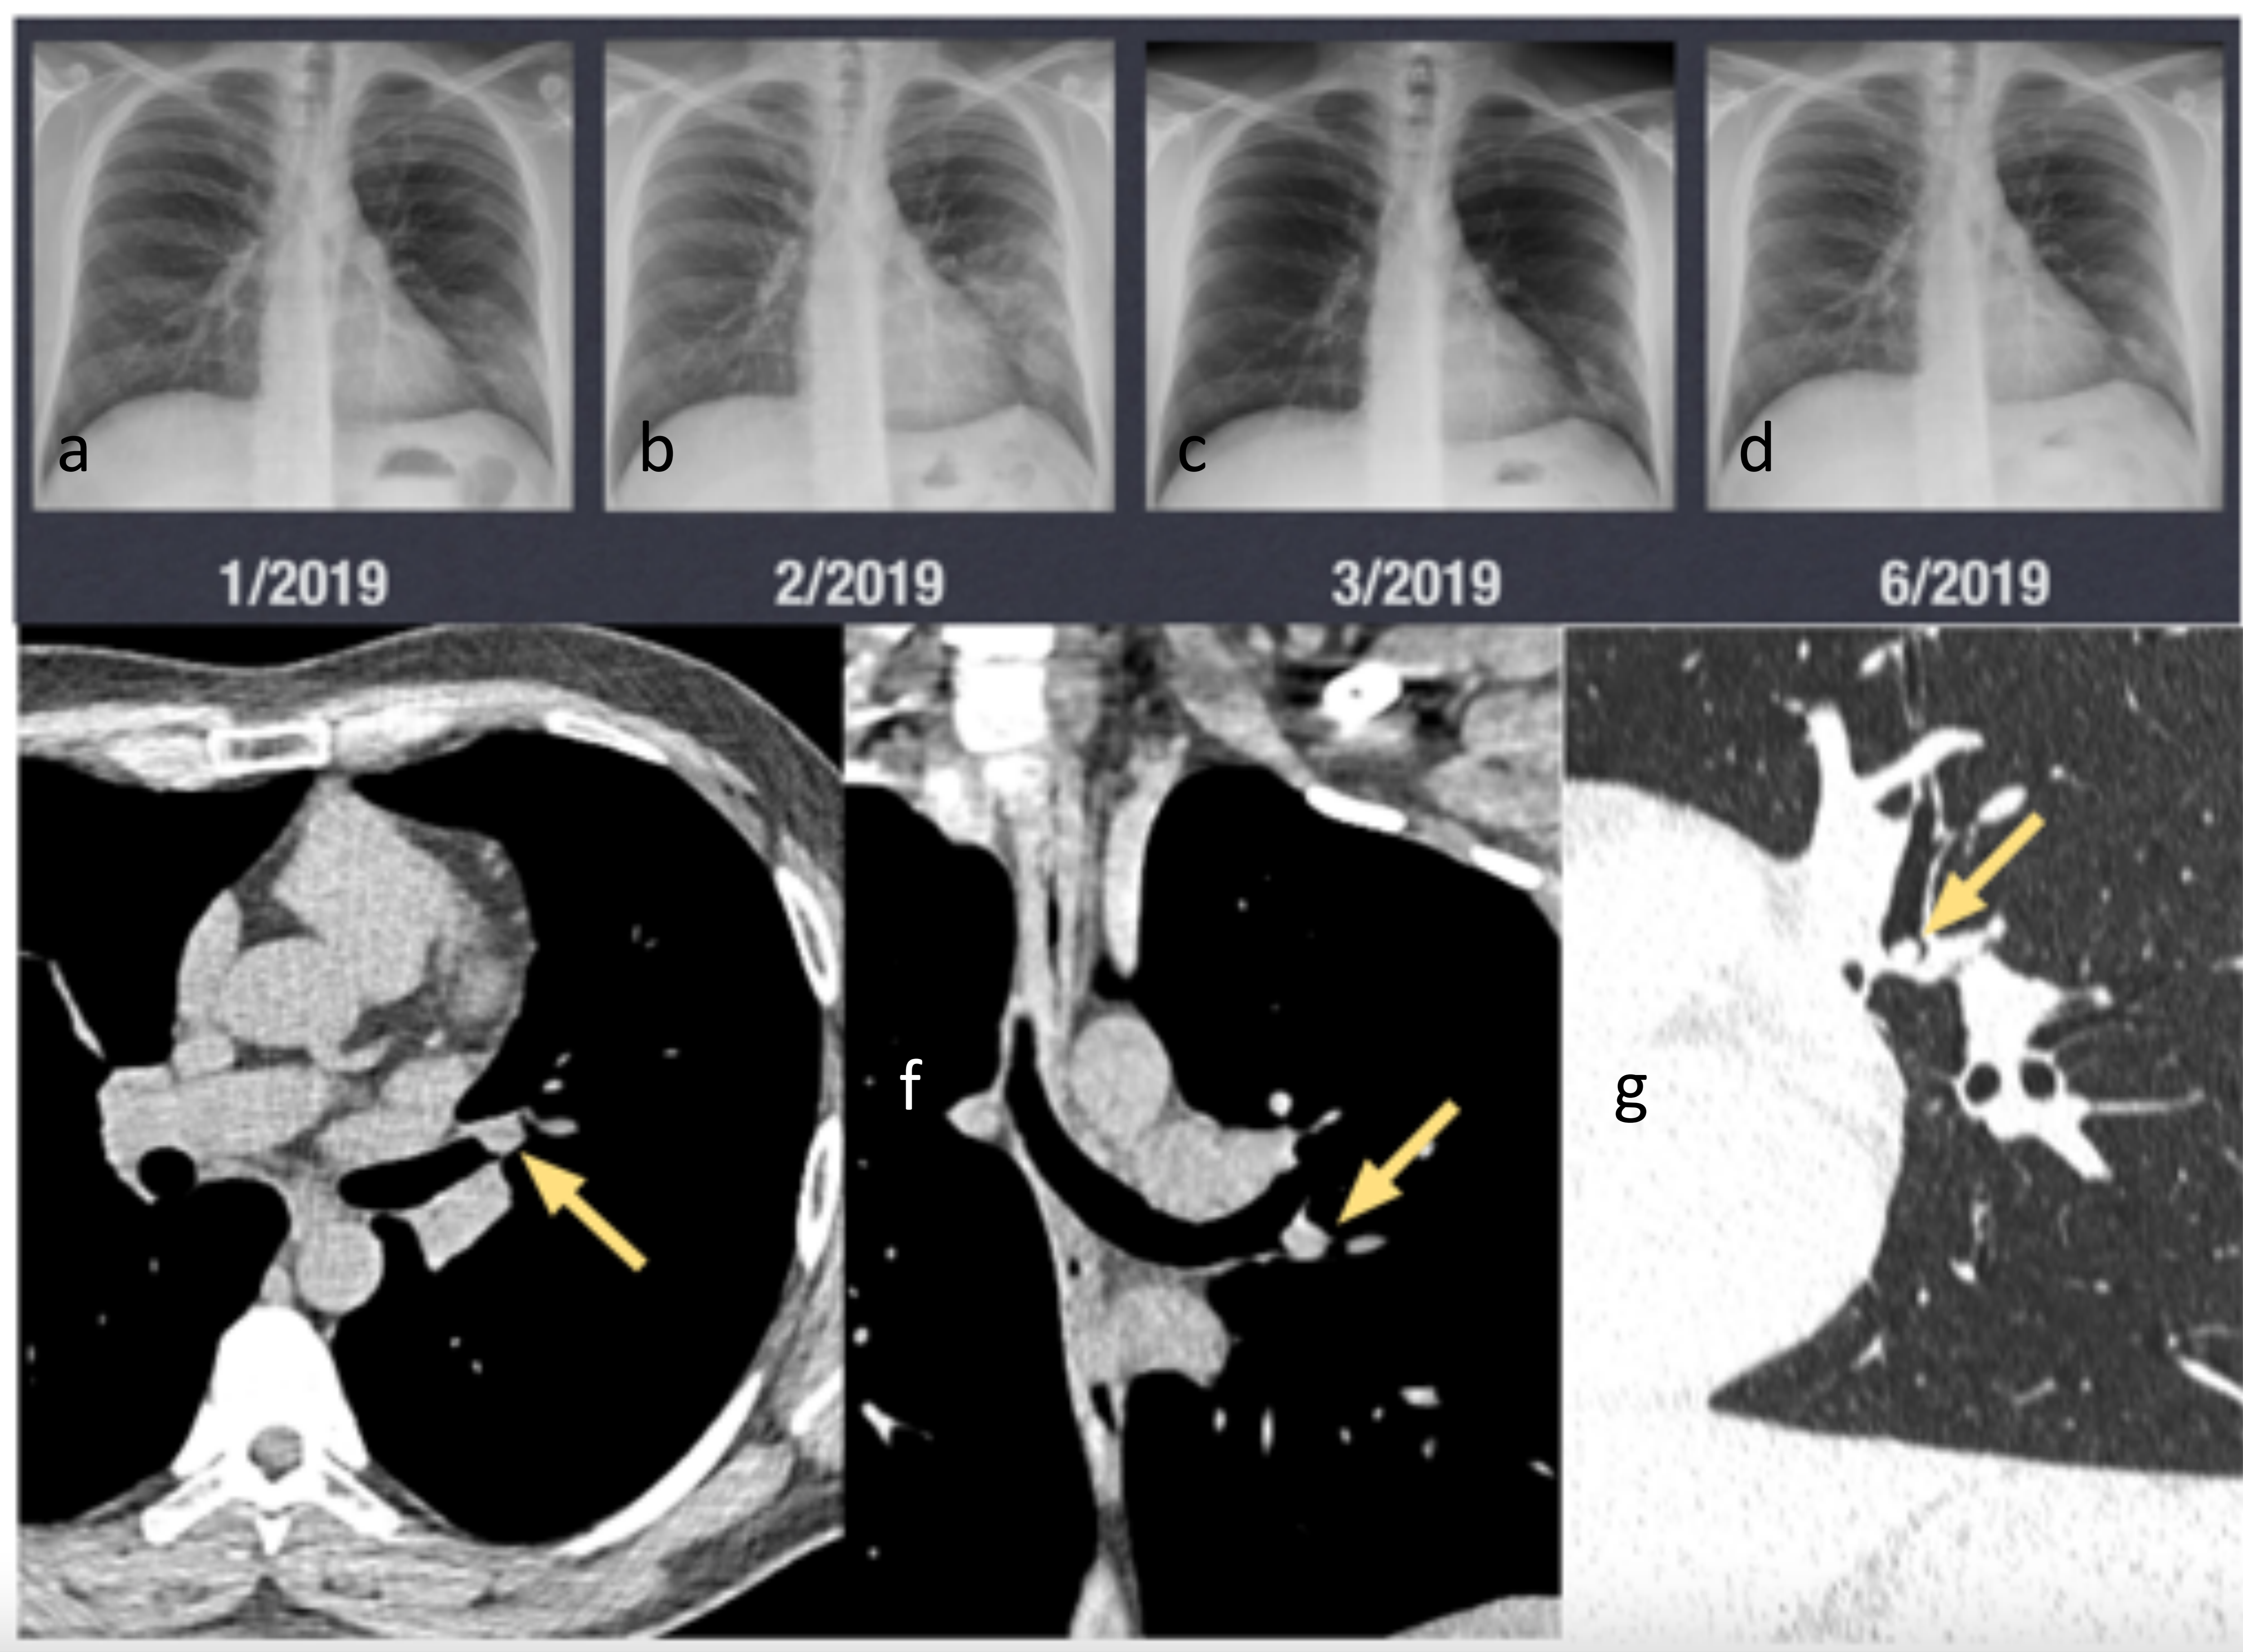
Varón de 32 años, no fumador. Cuadro clínico compatible con neumonía en LII, con persistencia de área de consolidación en sucesivas radiografías (a-d) durante los 5 meses siguientes al inicio del cuadro a pesar de tratamiento antibiótico. TC realizado en 6/2019 con ventana de partes blandas, corte axial (e), coronal (f) y ventana de pulmón, corte sagital (g) que muestran un nódulo endobronquial de bordes lisos en el origen del bronquio intermediario. Anatomía patológica: tumor carcinoide.
